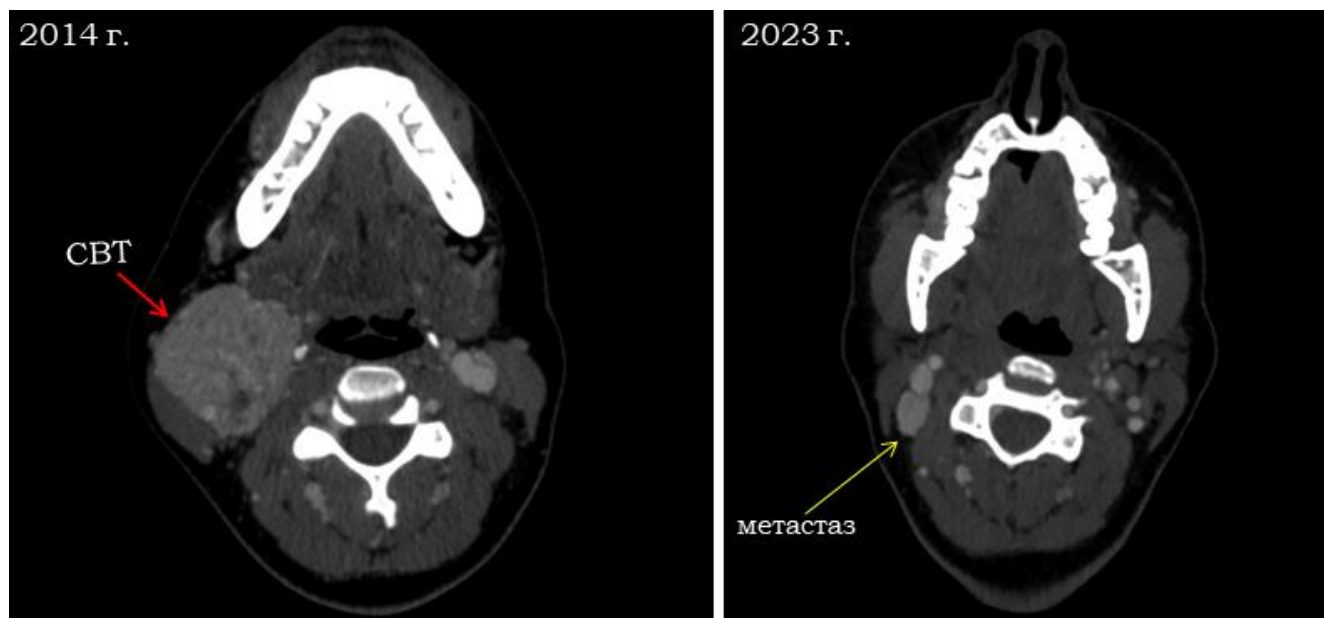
Метакронный регионарный метастаз в шейный лимфатический узел через 8 лет после радикального удаления каротидной параганглиомы. Компьютерная томография в позднюю артериальную фазу контрастирования. СВТ – carotid body tumor (каротидная параганглиома).
